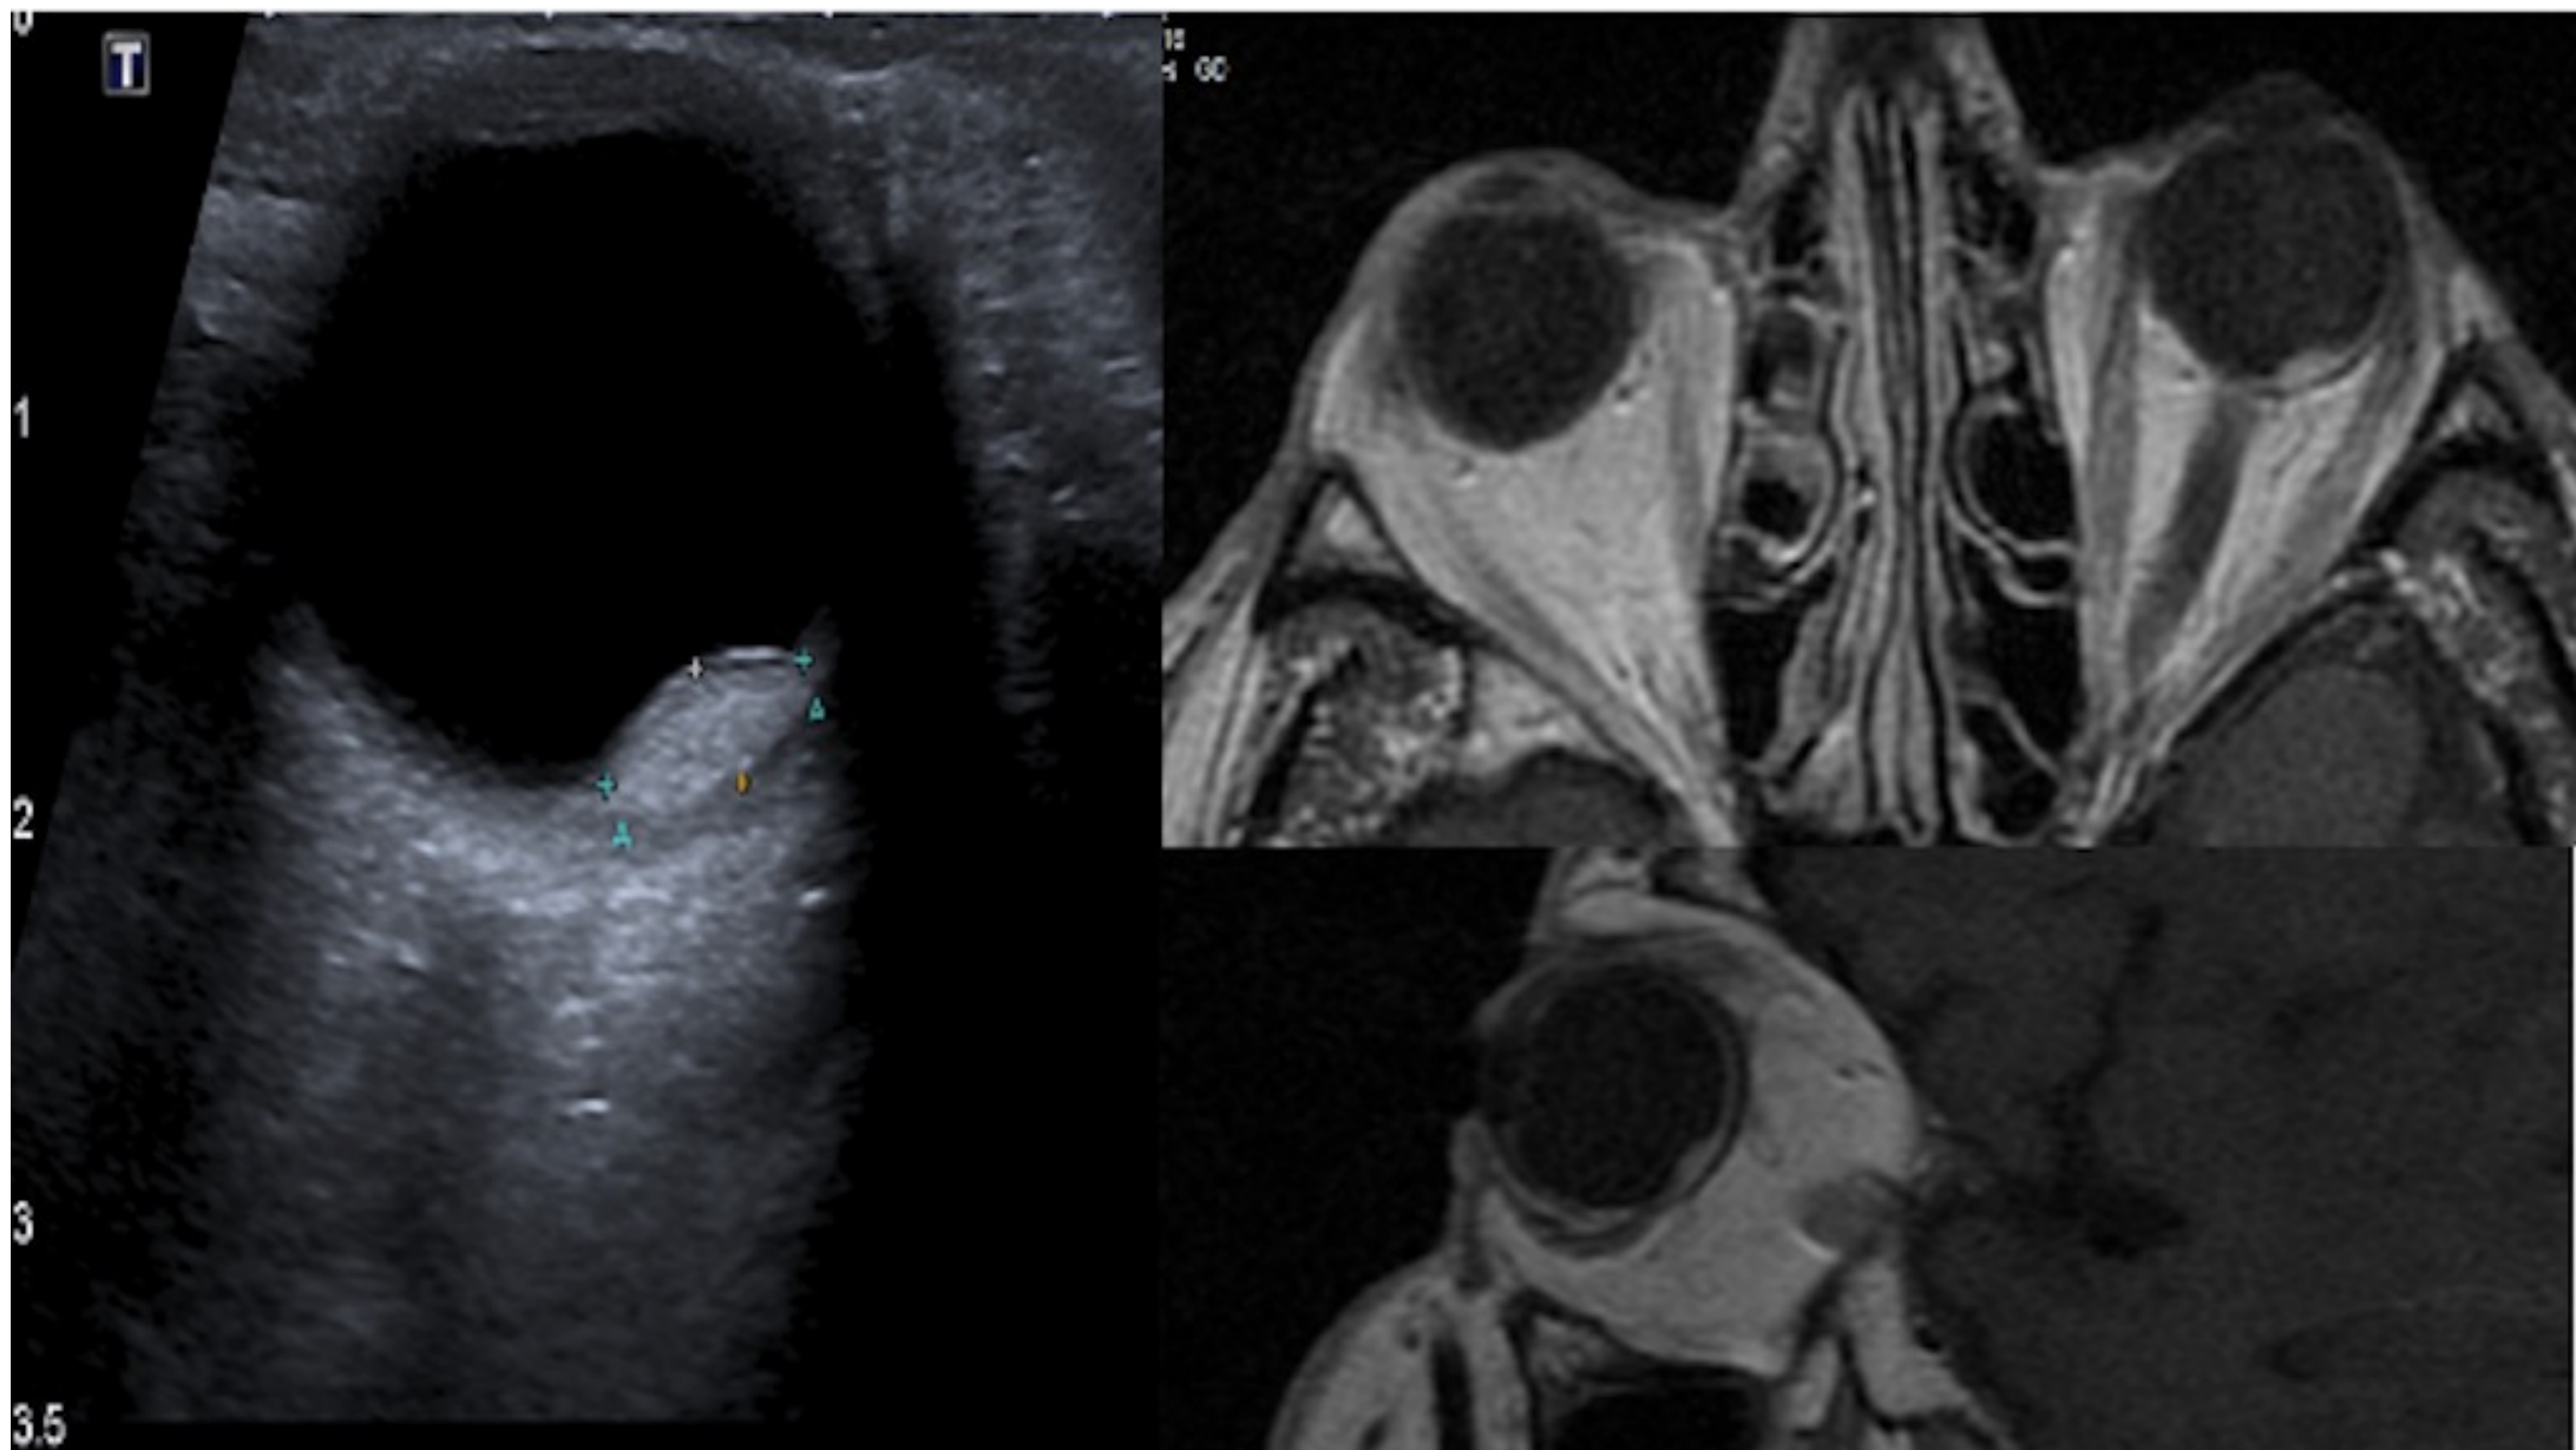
Hemangioma coroideo (ecografía y correlación con RM): masa hiperecogénica y biconvexa. En la RM: esta masa presenta relace tras la administración de gadolinio en la secuencia T1.
